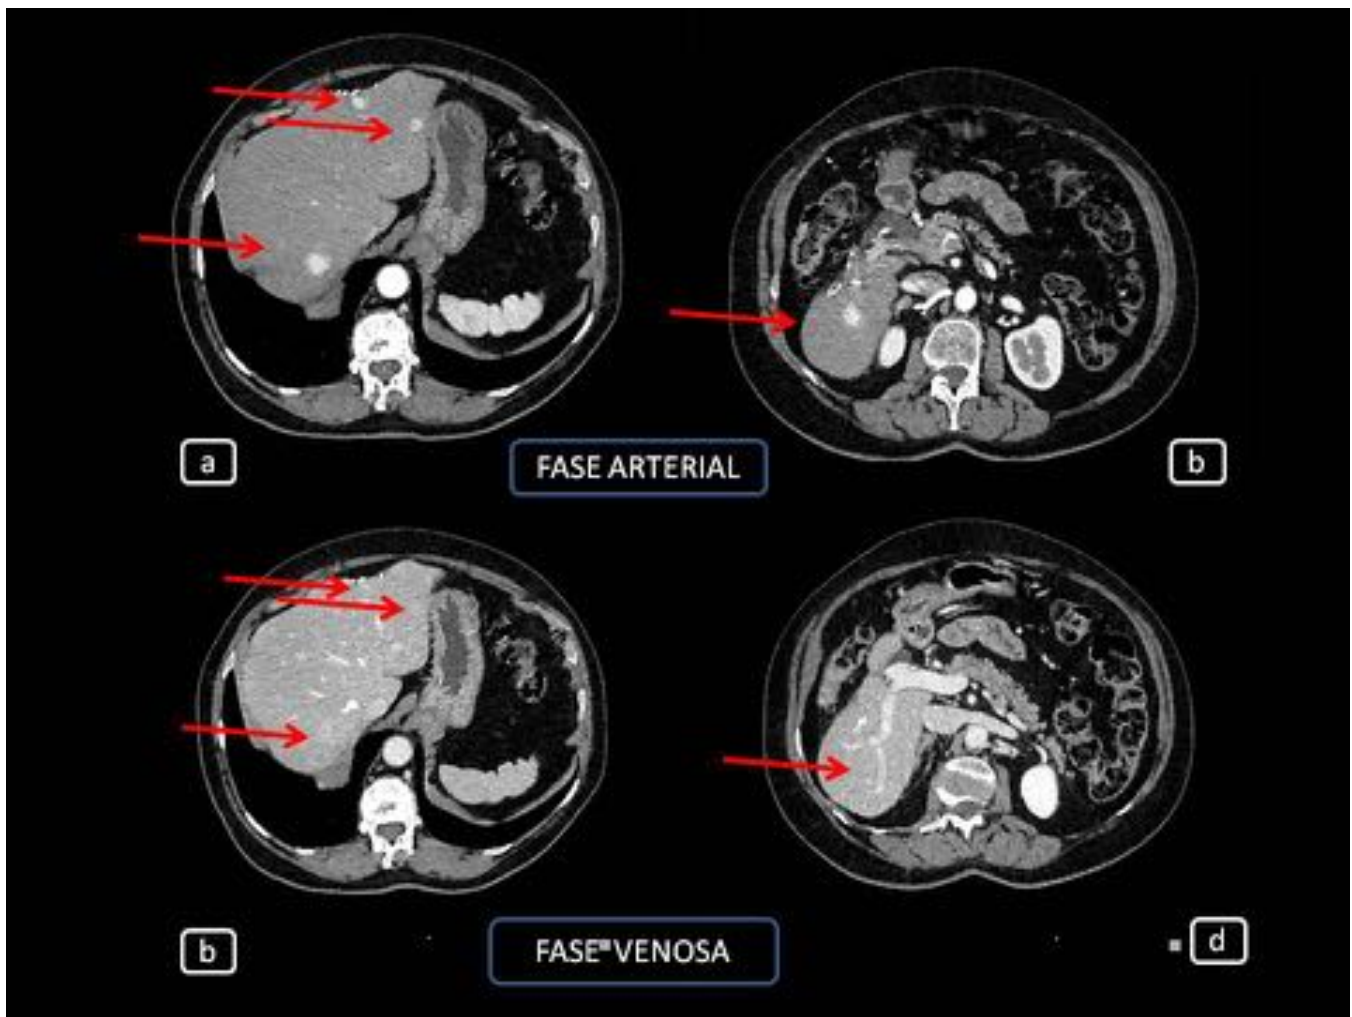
FIGURA 12. CORTES AXIALES DE CT ABDOMINAL EN FASE ARTERIAL (a) Y PORTAL(b) DONDE SE VISUALIZAN VARIAS LESIONES SOLIDAS (FLECHAS ROJAS) TANTO EN LHI COMO EN LHD HIPERDENSAS EN FASE ARTERIAL E ISODENSAS EN FASE PORTAL DE NUEVA APARICION EN PACIENTE CON TRATAMIENTO QUIMIOTERAPICO CON 5-FLUORACILO.
